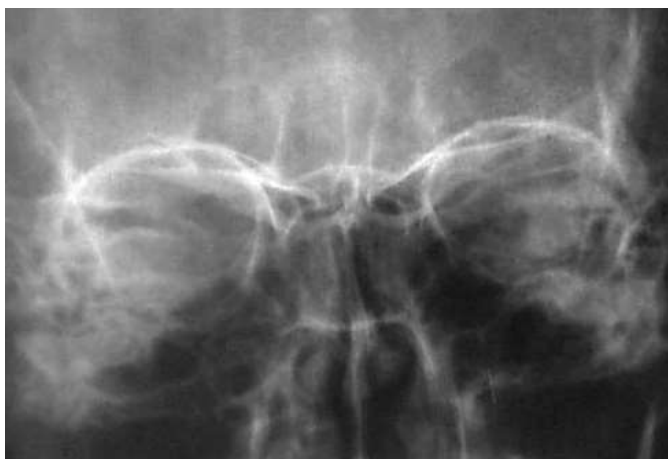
Вариант асимметричной, бухтообразной, узкой, средней высоты лобной пазухи, имеющей полные дополнительные перегородки, на рентгенограмме мужчины-мезокрана
